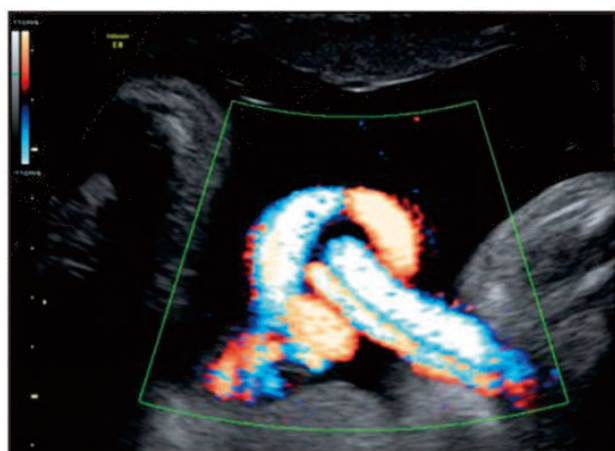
Two-dimensional high-definition flow image of true umbilical cord (以上圖片翻攝自 Ultrasound Obstet Gynecol 2012; 39: p245)
